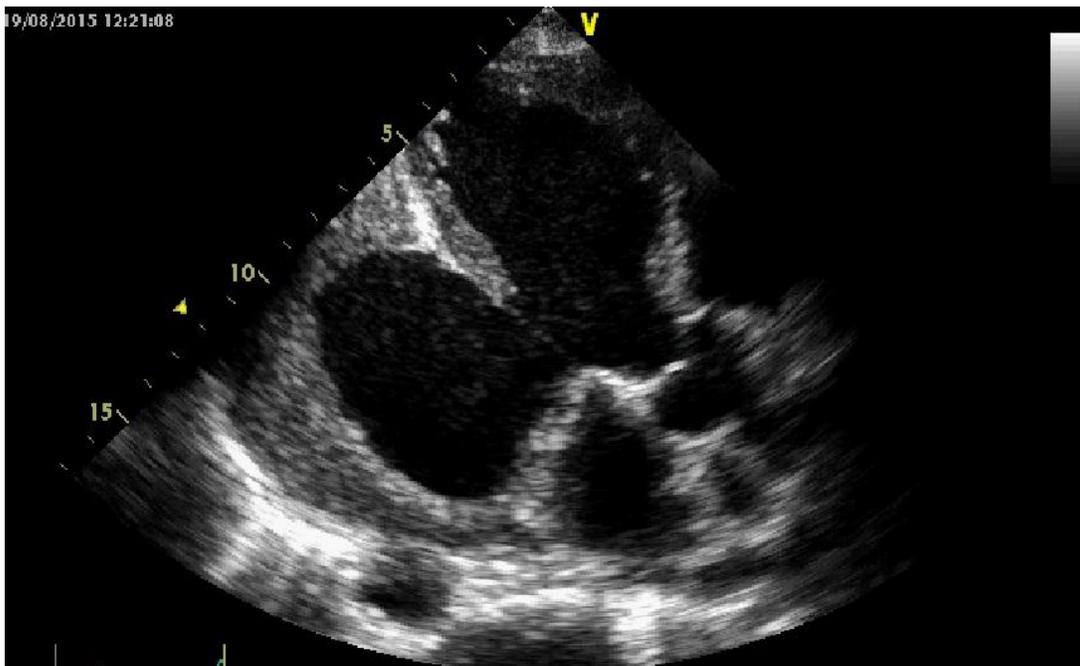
Coupe échocardiographique apicale 3 cavités montrant l'anévrysme du VG
